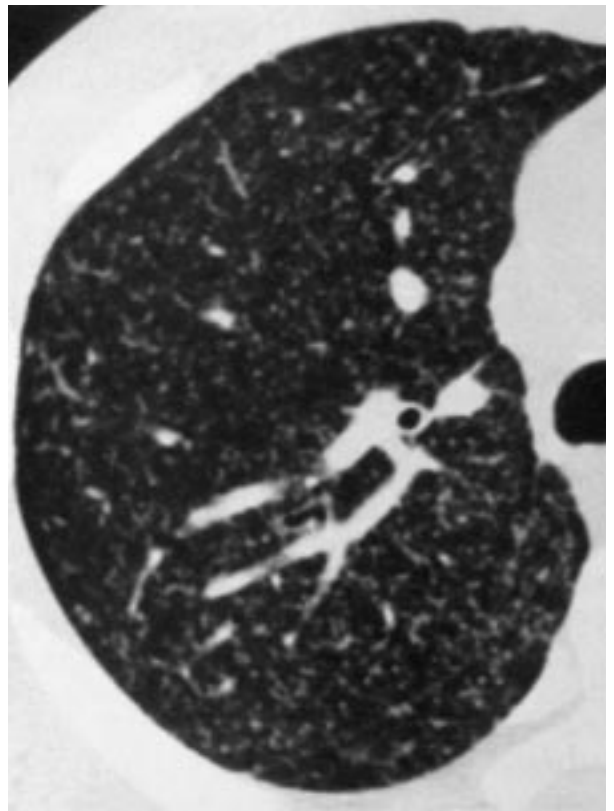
TAC torácica en la que se observa un patrón intersticial micronodular bilateral y difuso.
